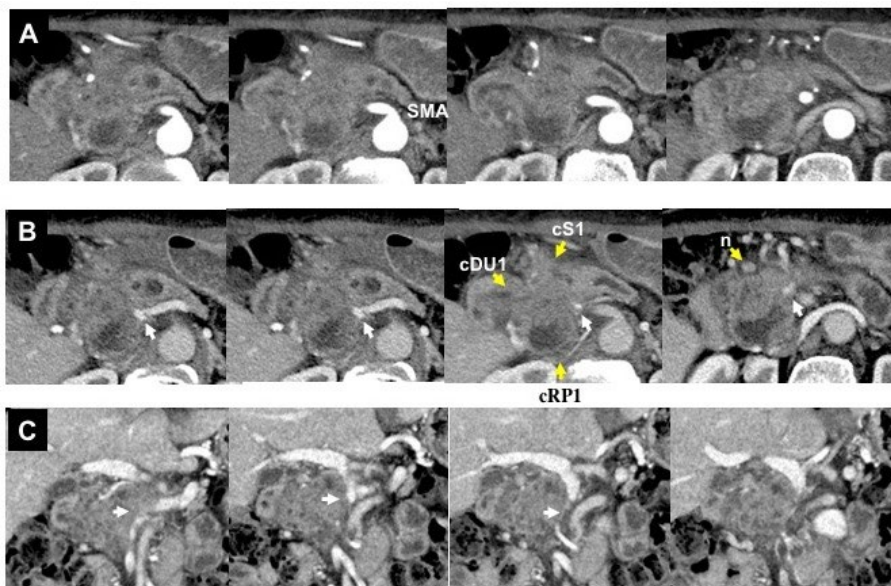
入院時腹部造影CT (A: 動脈相、B, C: 門脈相)
